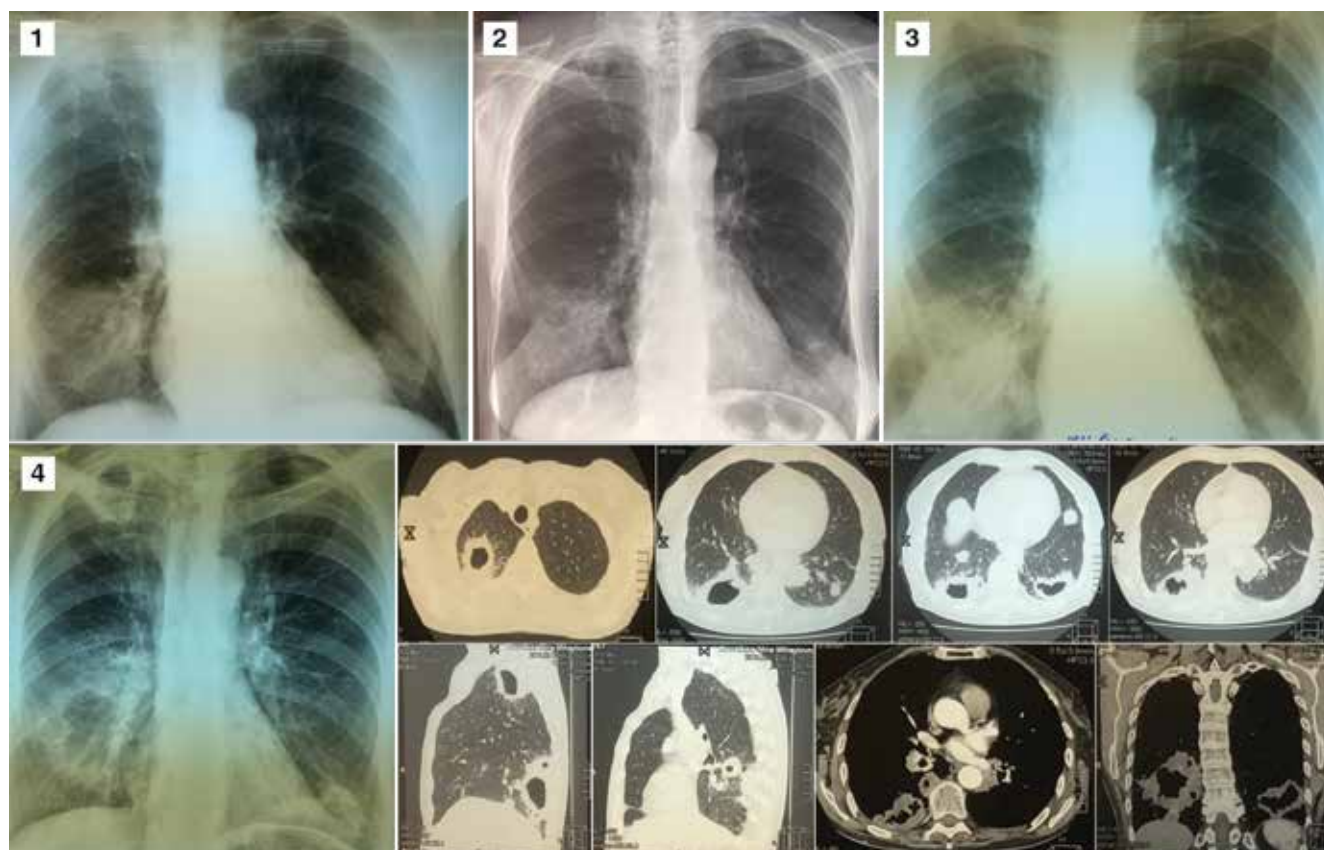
Случай 2: динамика рентгенологических изменений в течение 8 мес. заболевания и результаты МСКТ: 1 – обзорная рентгенограмма при первичном обращении за медицинской помощью; 2 – обзорная рентгенограмма после курса противопневмонической терапии в течение 1 мес.; 3 – обзорная рентгенограмма через 4 мес. после начала заболевания; 4 – обзорная рентгенограмма и МСКТ при поступлении в ГБУЗ «ЧОКПТД»
